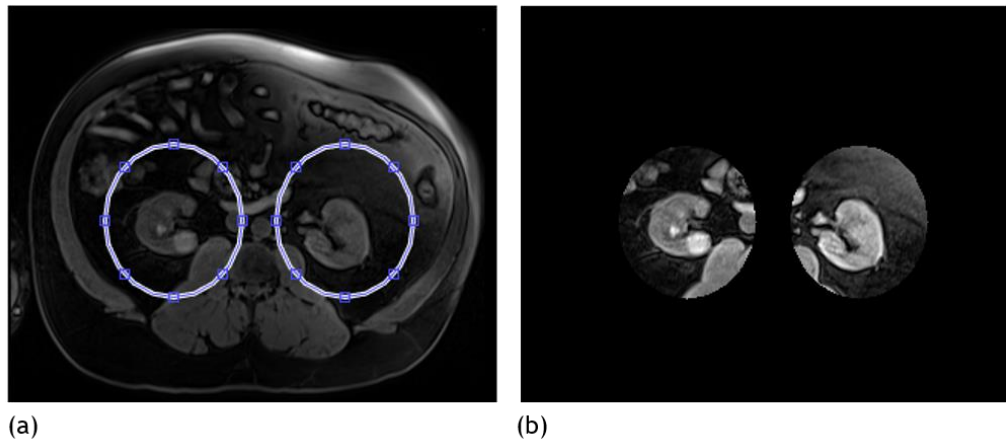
Imagens de MRI da base de dados.
